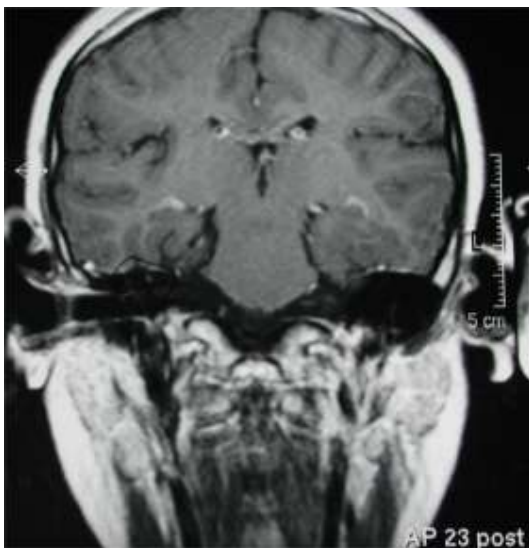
The facial nerve in the brain magnetic resonance imaging shows normal anatomy.
